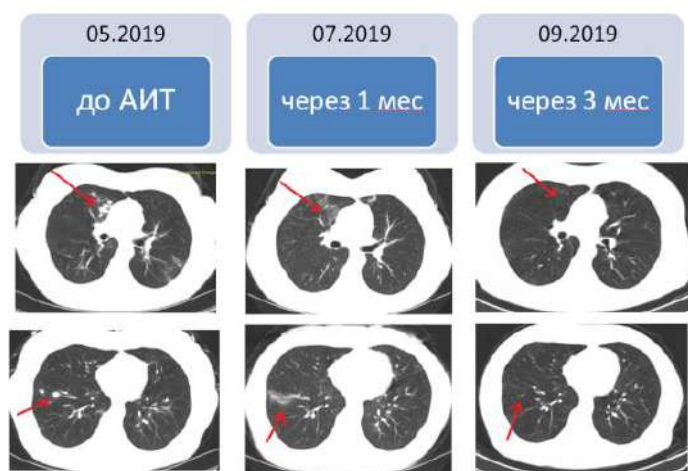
Рентгенологическая картина
